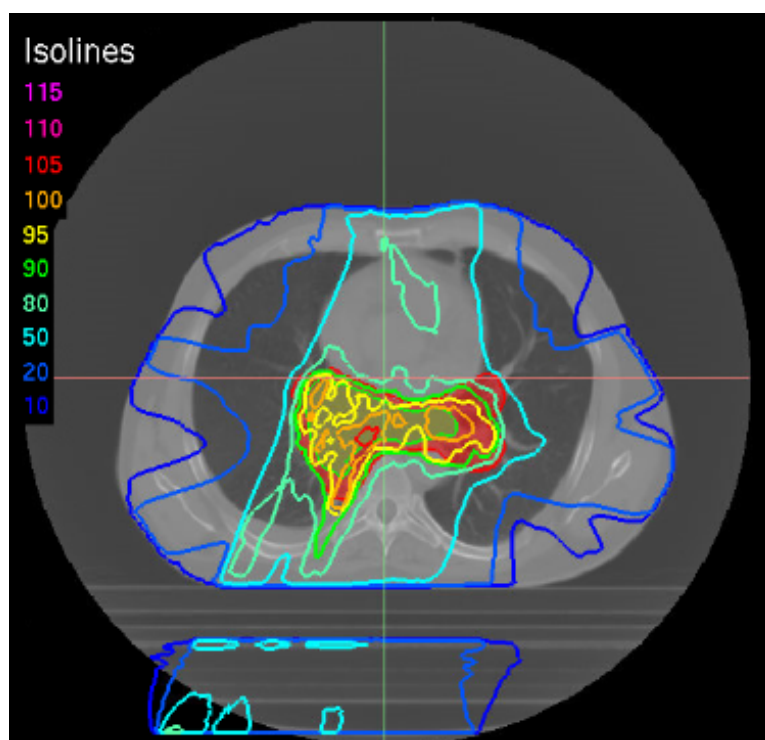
Distribución de dosis en el isocentro del tratamiento superpuesta a la imagen CT del paciente 2, en el caso de emplear a) Pinnacle³ y b) GEANT4. La dosis prescrita en el PTV es de 66 Gy (curva del 95 % de dosis) y hemos representado las isodosis del 115 %, 110 %, 105 %, 100 %, 95 %, 90 %, 80 %, 50 %, 20 % y 10 %. Para poder disponer gráficamente estos resultados hemos empleado el MCTP CARMEN.
